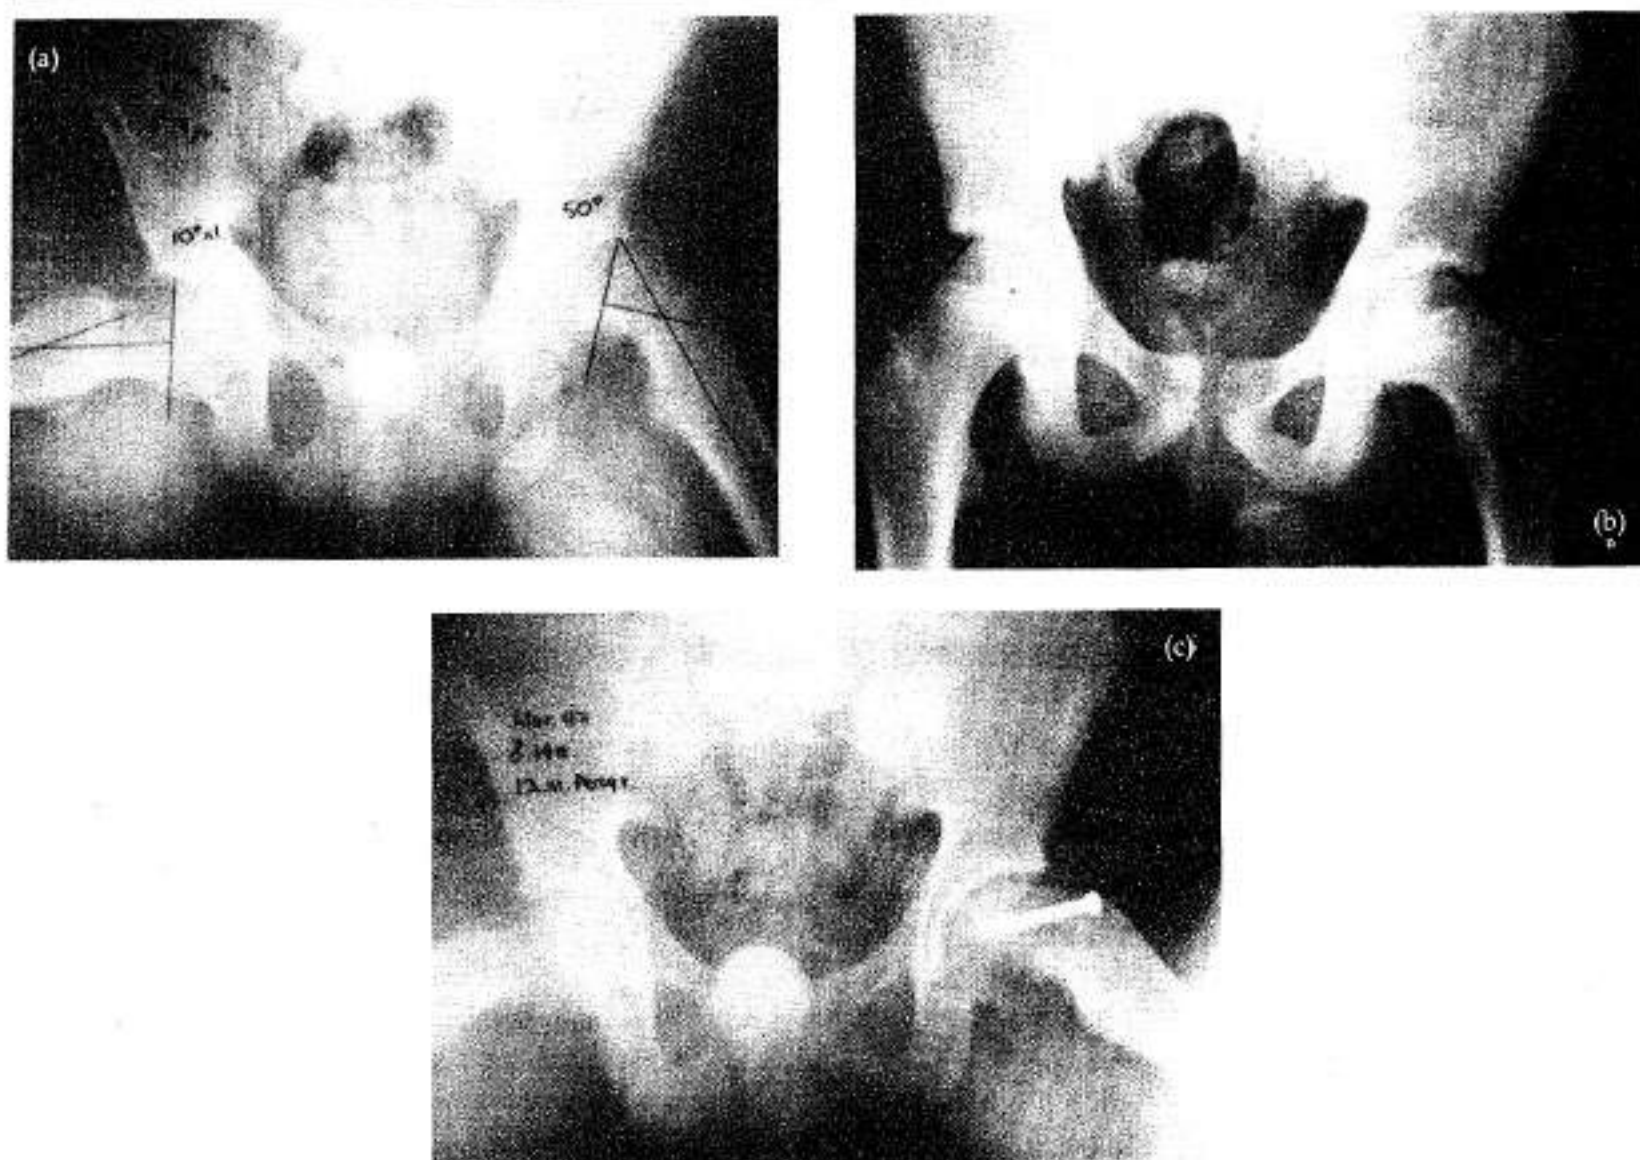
A) Radiografía en posición de rana de paciente masculino de 14 años con deslizamiento izquierdo crónico de 34 grados, con cadera normal de 10 grados.
